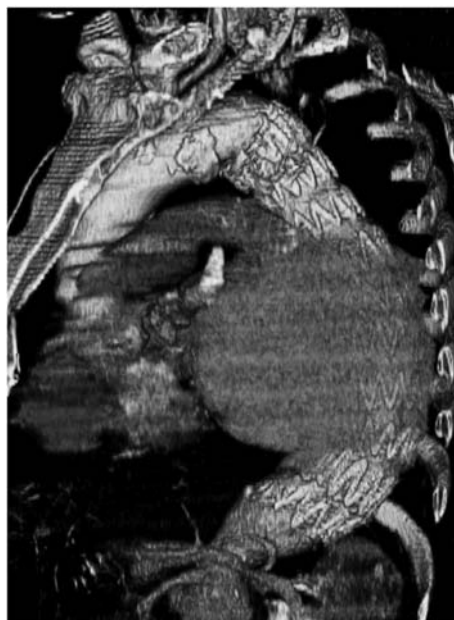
Ricostruzione tomografica computerizzata tridimensionale dopo impianto di endoprotesi.
